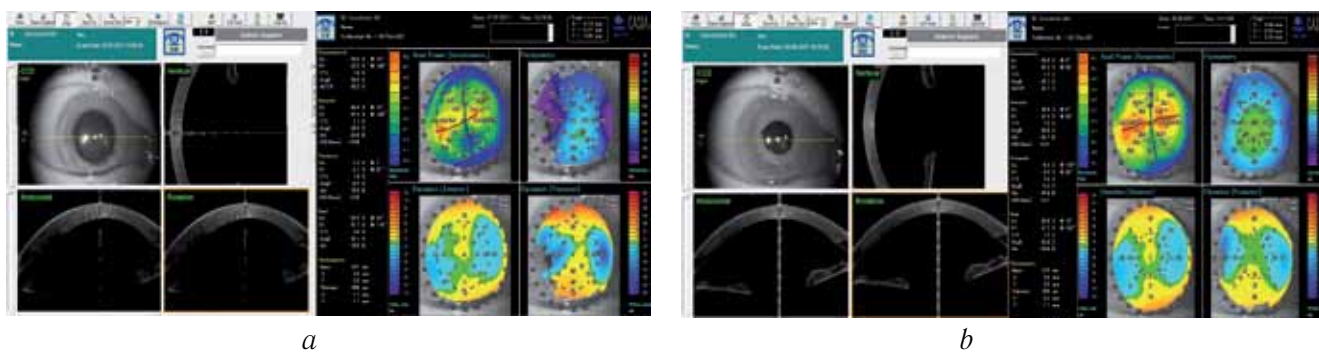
Оптическая когерентная томография роговицы с данными пахиметрии у пациента основной группы («Окусалин»): а — 1 день; б — 1 неделя
